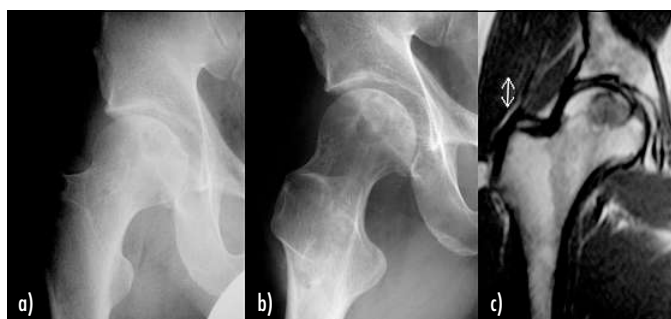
Die Röntgenbilder zeigen ein Klarzellchondrosarkom des proximalen Femurs rechts; typische epiphysäre Lage
